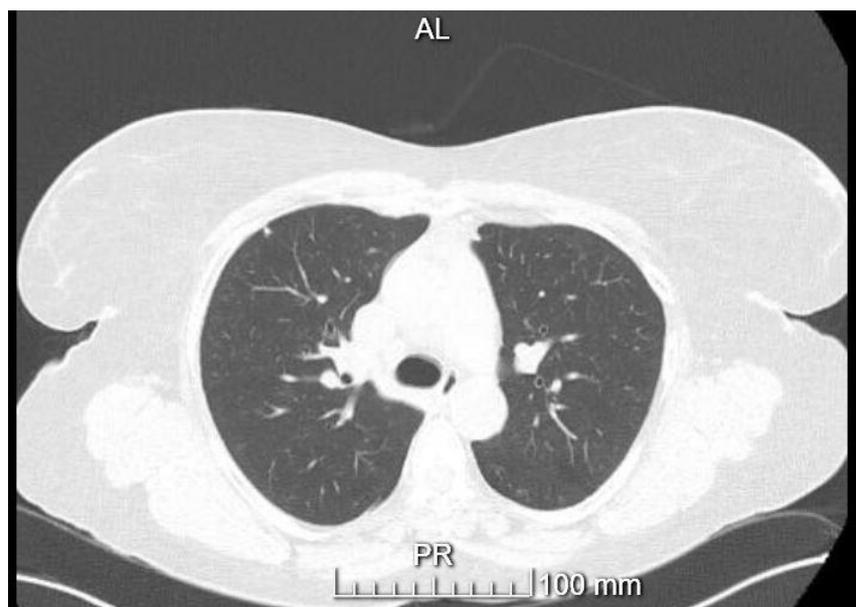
Tomografia Computorizada de Tórax realizada em Setembro de 2019
